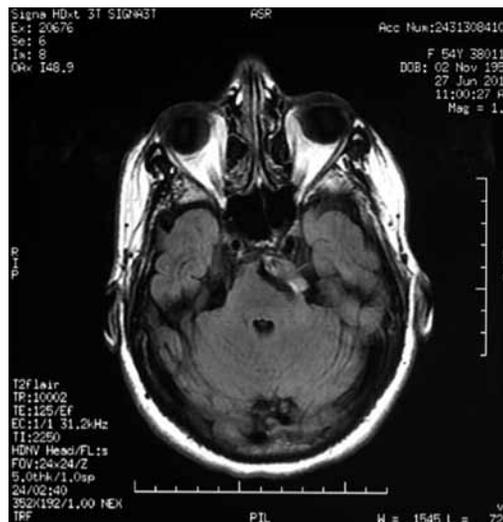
RMN en la que se observa la imagen de mega-dólico-basilar izquierda dejando su impronta en la protuberancia.
